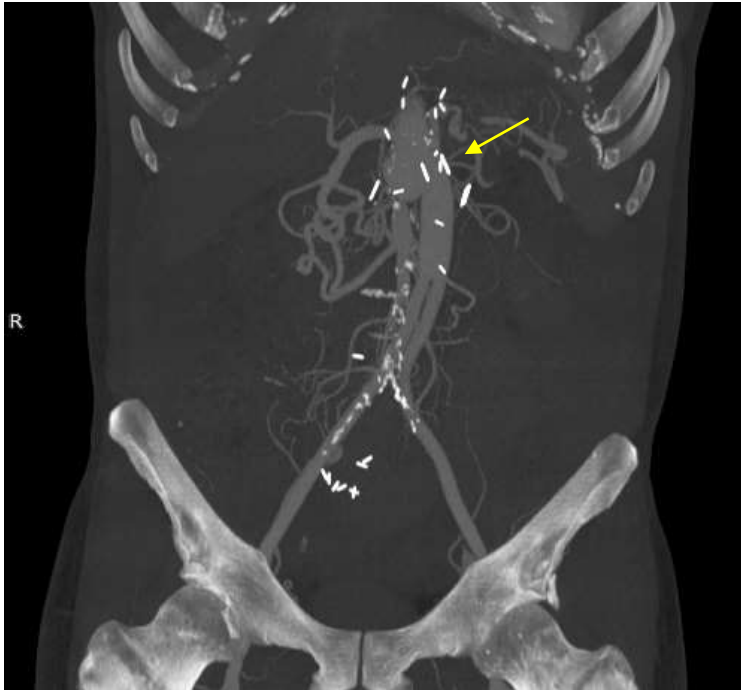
TC abdominal con CIV en fase arterial en corte coronal, con reconstrucción MIP. Cambios post-quirúrgicos con bypass aortobifemoral (flecha amarilla). Imagen clínica anonimizada, con fines docentes.
